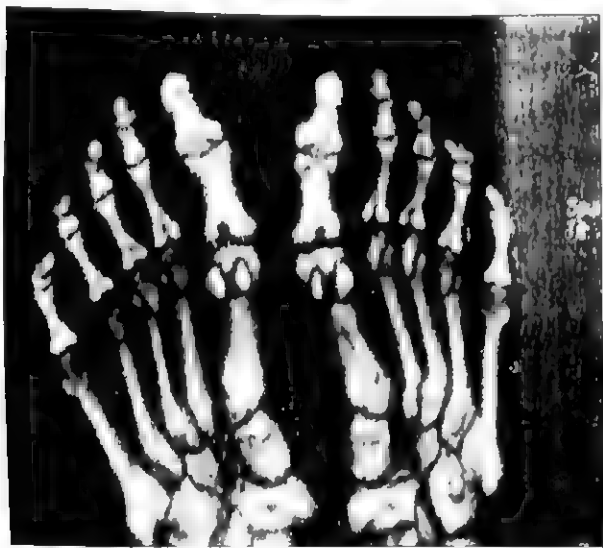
绿色为双能CT显示的尿酸盐结晶沉积
